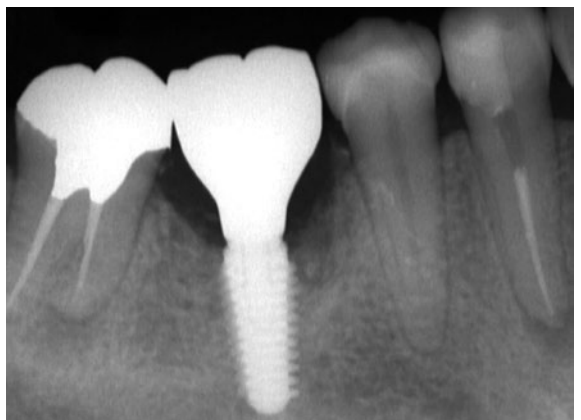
図 B-06 : 最終補綴物装着後 (術後16週) のデンタルX線像。
